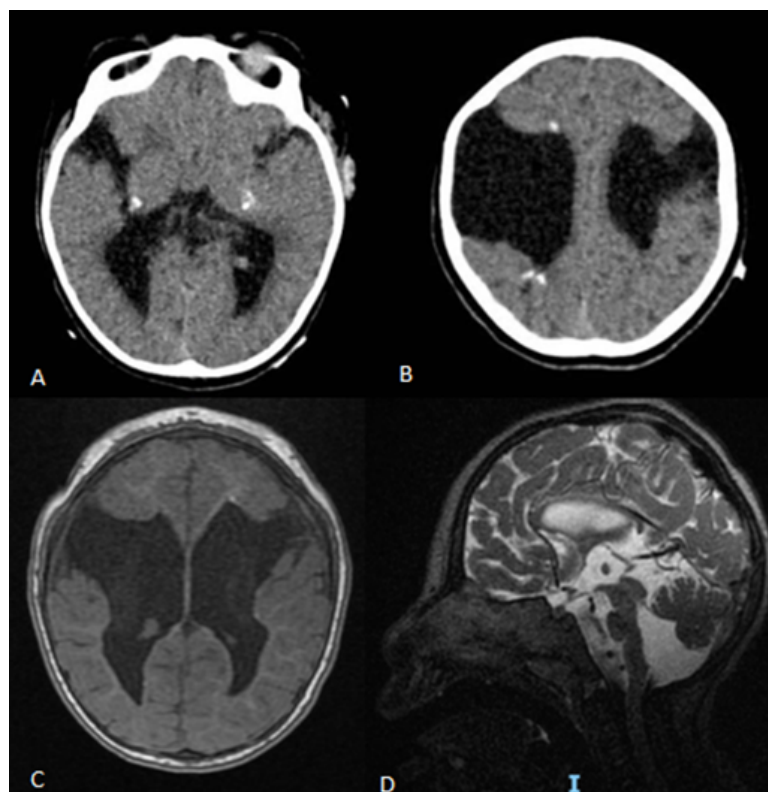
(A y B): TC de cráneo simple corte axial se observan lesiones hiperdensas localizadas en región peri-ventricular, algunas puntiformes y otras gruesas lineales, compatibles con calcificaciones. (C): Resonancia Magnética de cerebro corte axial secuencia T2 FLAIR, en regiones frontales se identifican hendiduras parenquimatosas que comunican el sistema ventricular con el espacio subaracnoideo delineadas por sustancia gris en toda su extensión, las cuales corresponde con esquizencefalia de labio abierto. (D): RM simple de cerebro corte sagital secuencia T2, se evidencia hipoplasia de cuerpo calloso, en fosa posterior se observa desplazamiento superior del cerebelo con ángulo vermiano aumentado (56°, normal cercano a 0°), asociado con aumento en la magnitud de la cisterna Magna y del cuarto ventrículo y en tallo cerebral se observa hipoplasia en puente y mesencéfalo.
